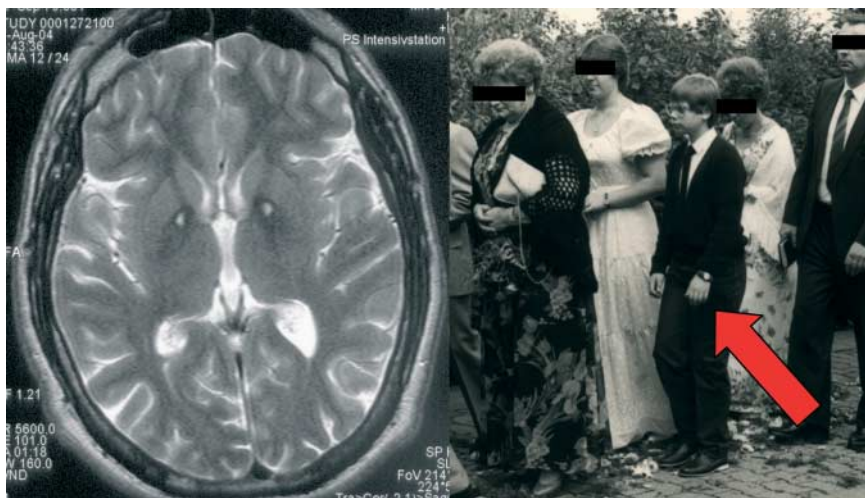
„Eye of the Tiger“ und juvenile parkinsonoide Gangstörung bei NBIA. Links: „Eye of the Tiger“-Phänomen im T2-MRT bei Neurodegeneration with Brain Iron Accumulation (NBIA); Rechts: Extrapyramidale, parkinsonoide Gangstörung bei dem damals 13-jährigen Patienten.
